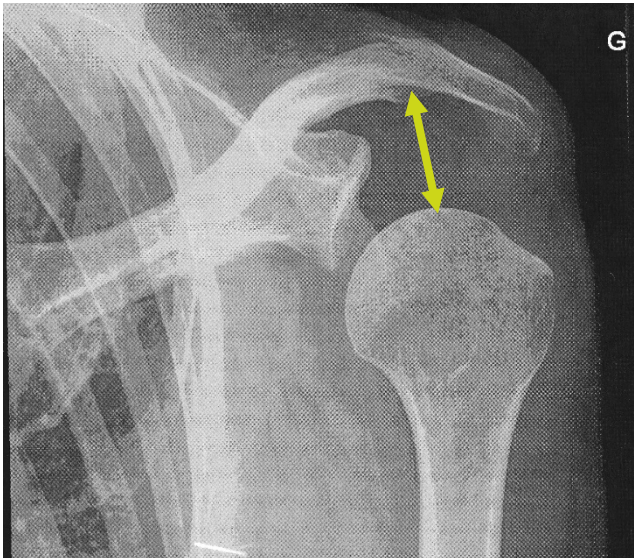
Radiographie du diastasis à la suite d'un AVC de Mme Nelly D., CHR Verviers ©Manon Wagneur 2022
